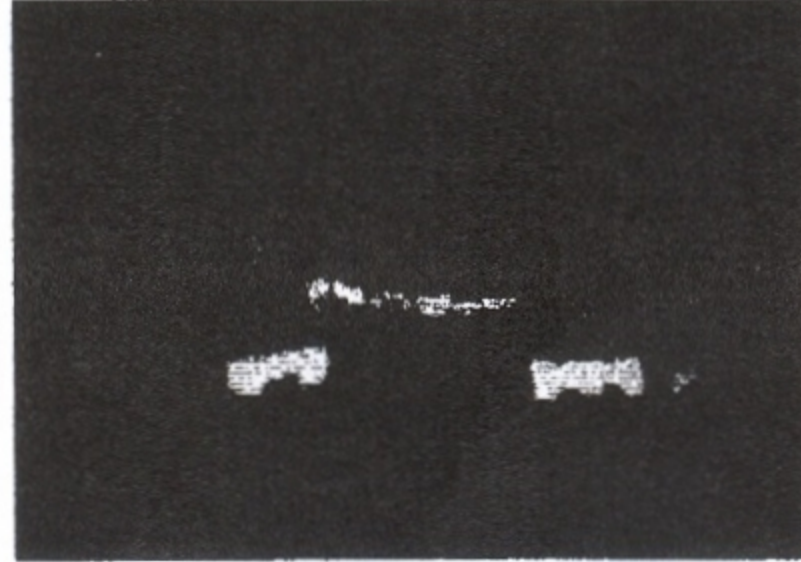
Панорамна рентгенографія через 6 місяців.
